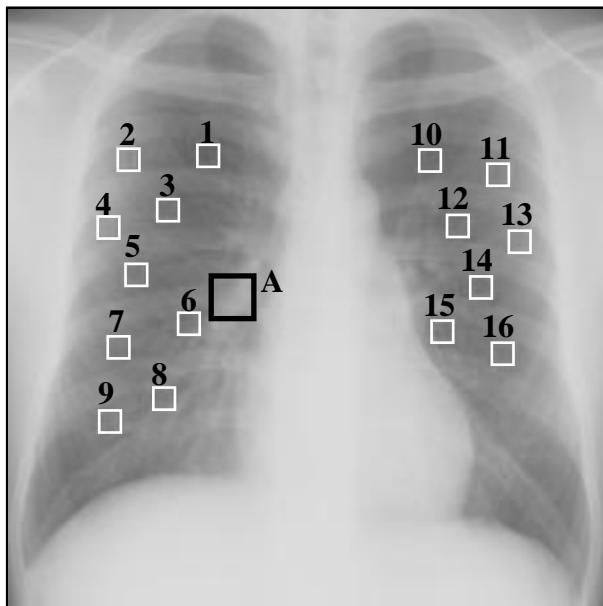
An example of chest X-ray images. (ROI's are indicated by white frames. Numerals are No. of the ROI. A black frame will be used at section 4.)
